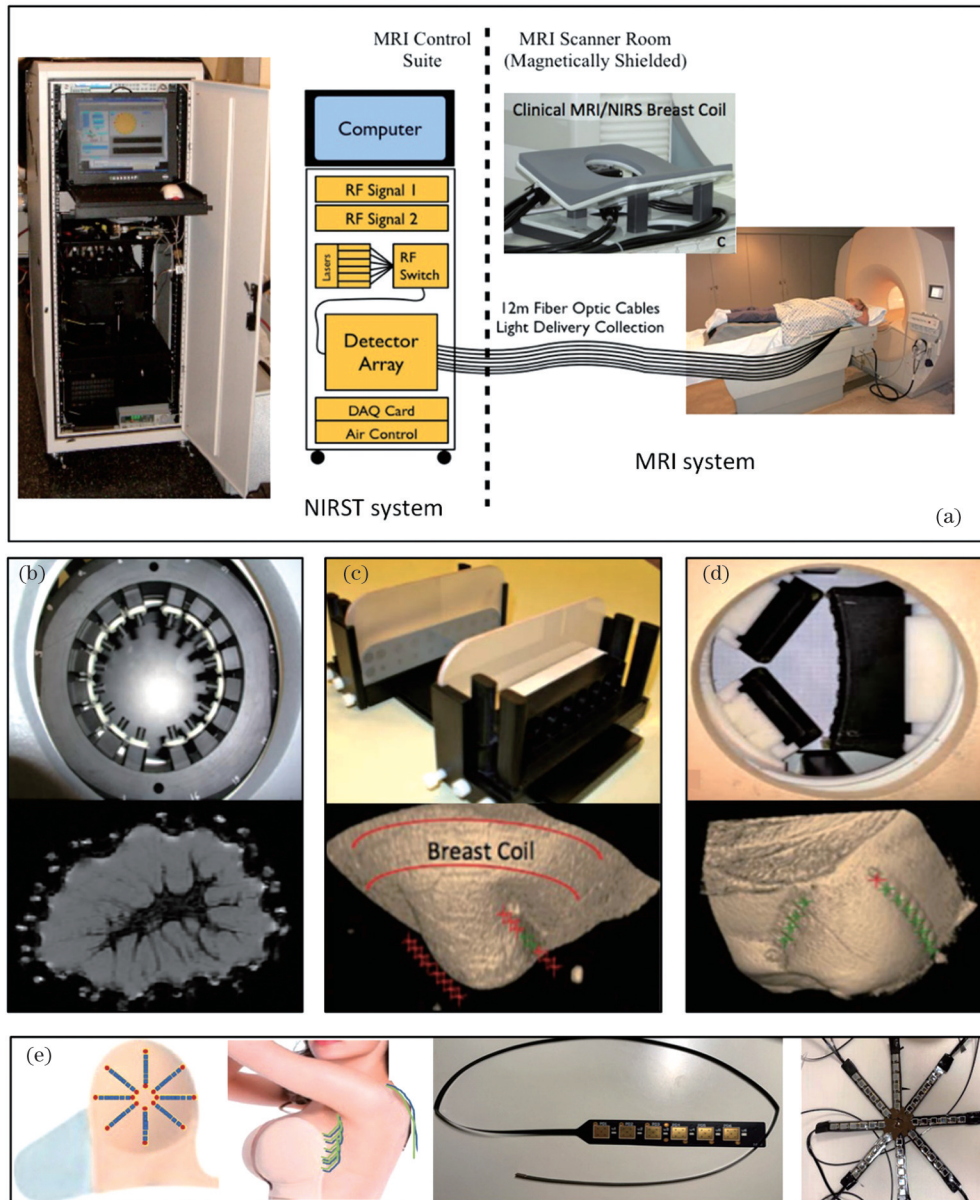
代表性的 MRI/NIRST 系统及常用的接口。(a) 9 个波长的 MRI/NIRST 系统^[68]; (b) 圆形接口^[69]; (c) 平行板接口^[76]; (d) 三角形接口^[68]; (e) 条带接口^[77]
